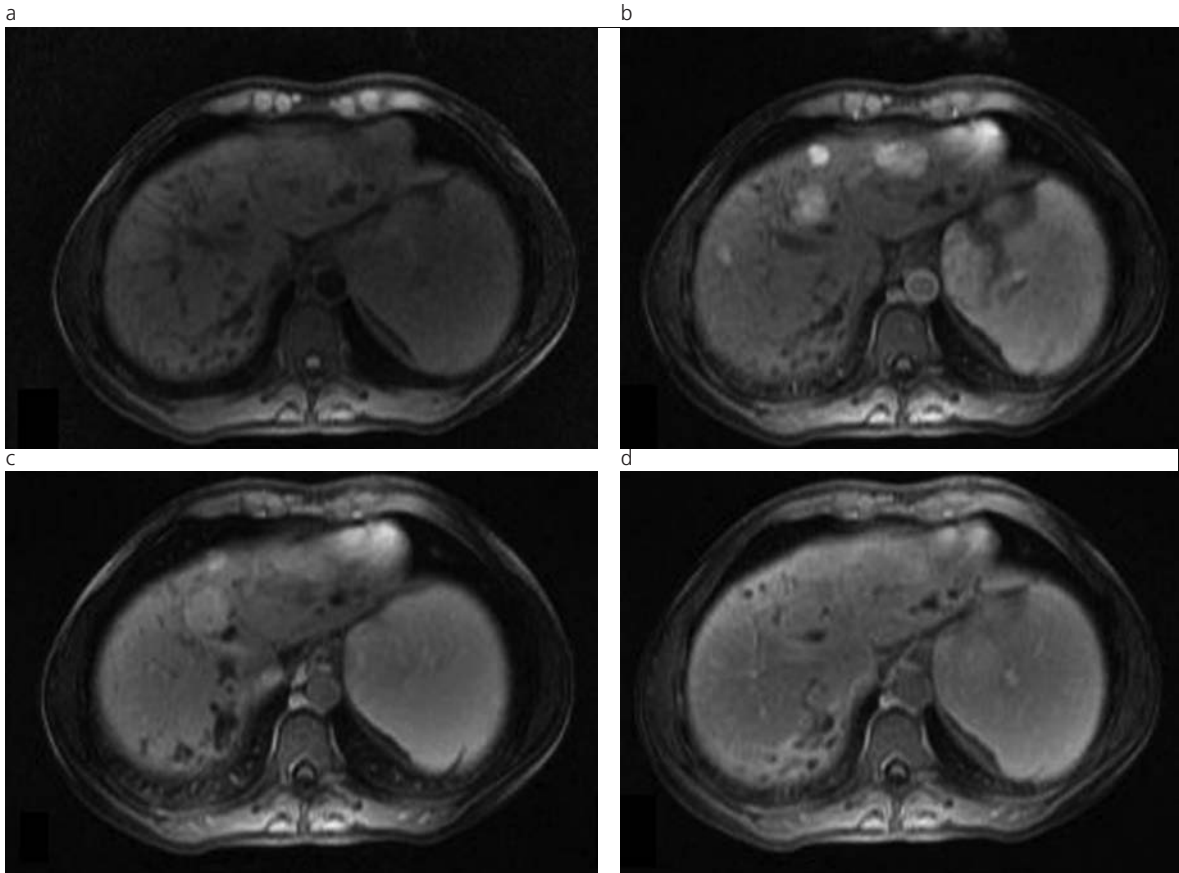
RM hepática. Estudio dinámico SPGRE 3D (LAVA). (a) Fase sin contraste: no se aprecian imágenes nodulares. (b) y (c) Fases arterial y portal: áreas de hipercaptación nodular en los segmentos medial y lateral del LHI. (d) Fase tardía: los nódulos se homogenizan con el parénquima hepático.
